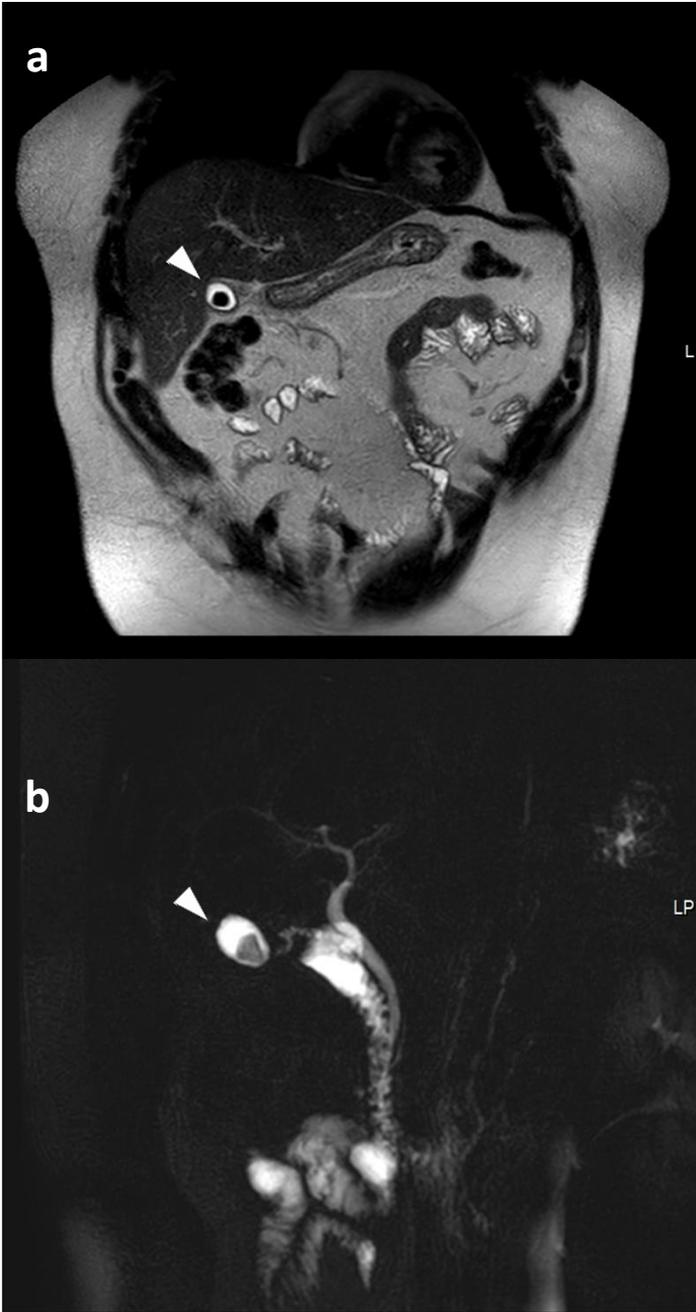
Paciente de 50 años con antecedente de colecistitis a repetición. Consulta por dolor abdominal, 3 años después de PCLP subtotal. a. RM plano coronal T2 y b. Secuencia específica sMRCP 3DHR. En el remanente vesicular se identifica imagen litiásica en su interior. . (Cabezas de flecha blanca).
